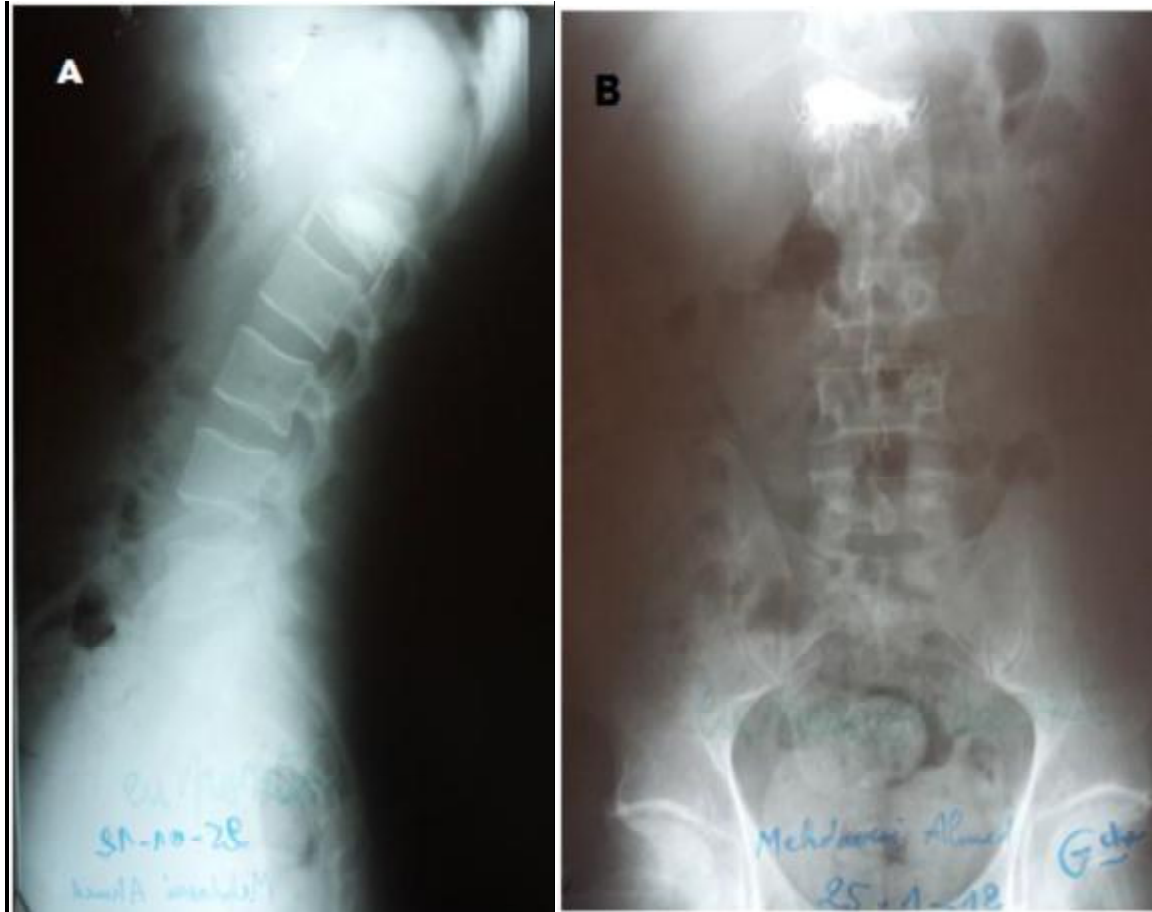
Radiographie du rachis de face: B et de profil : A après vertébroplastie de L1.
